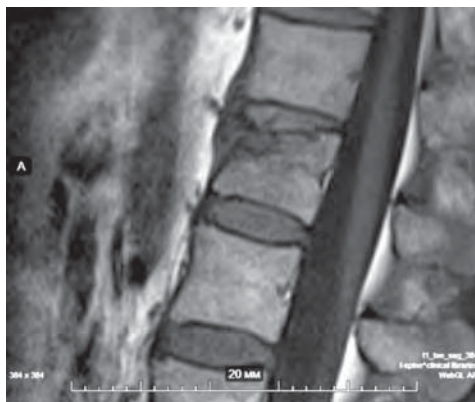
МРТ-снимок пациента со стабильным переломом грудного позвонка
